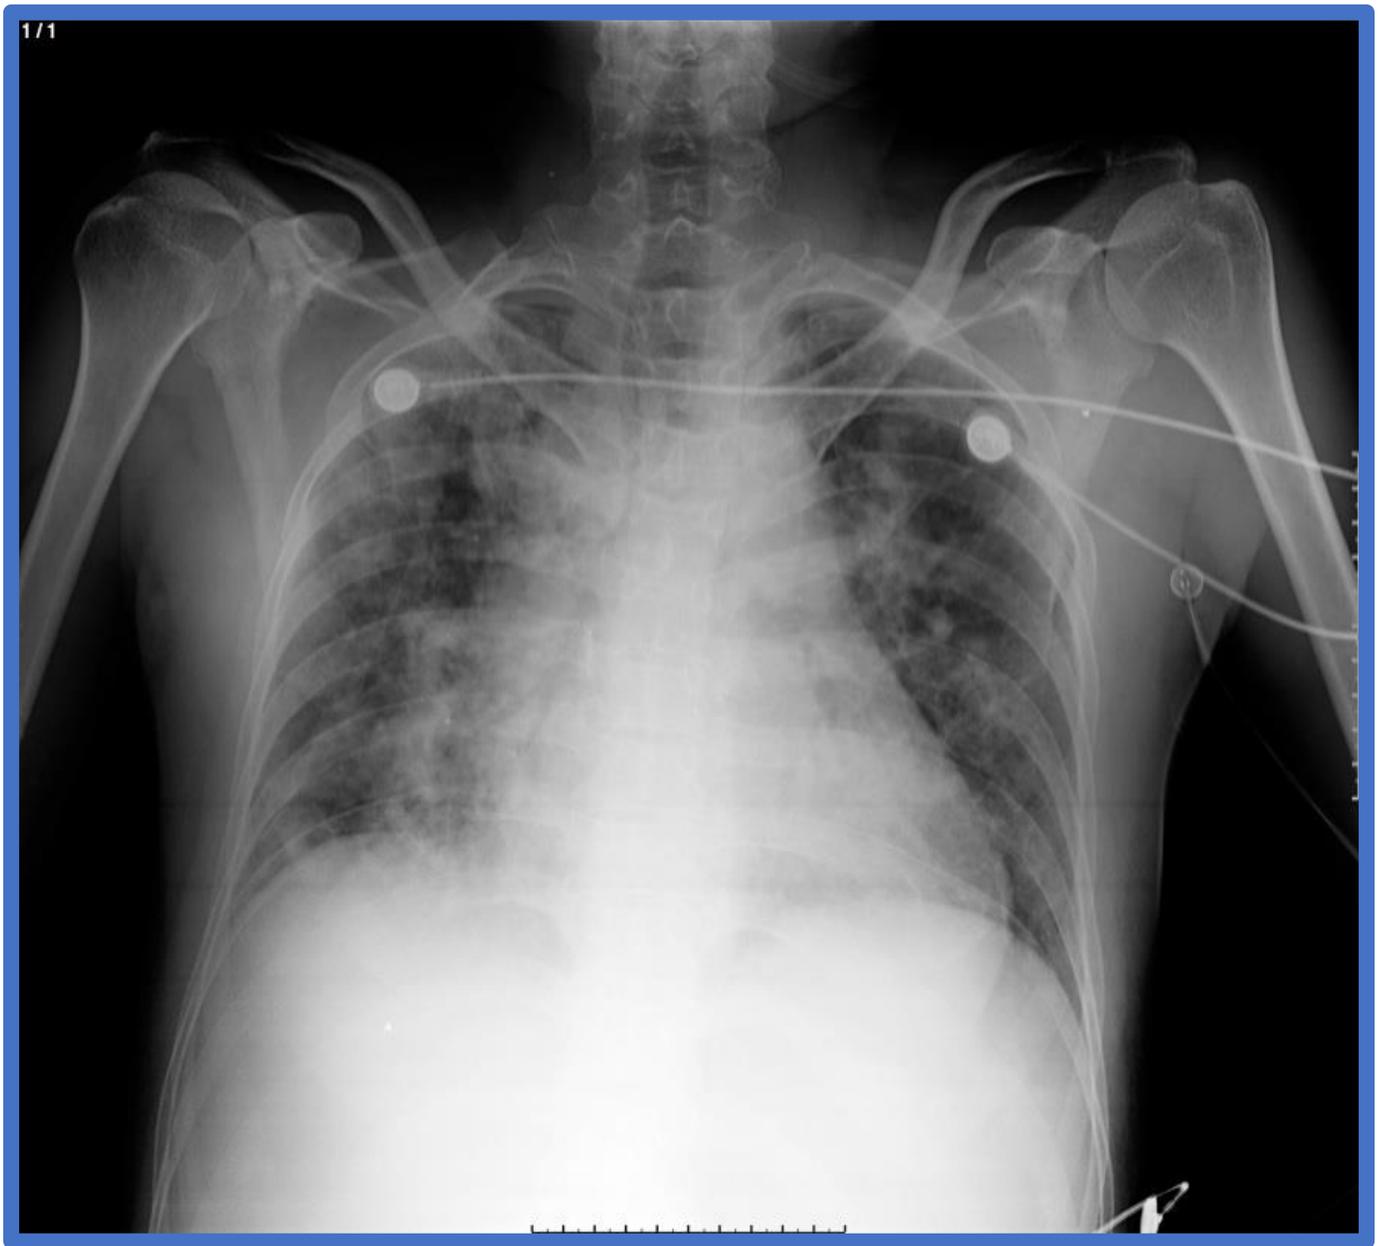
Radiografía de tórax anteroposterior al ingreso del paciente (28 de junio 2020). Muestra opacidades bilaterales e infiltrado intersticial. *Fuente: Archivo HGE*
